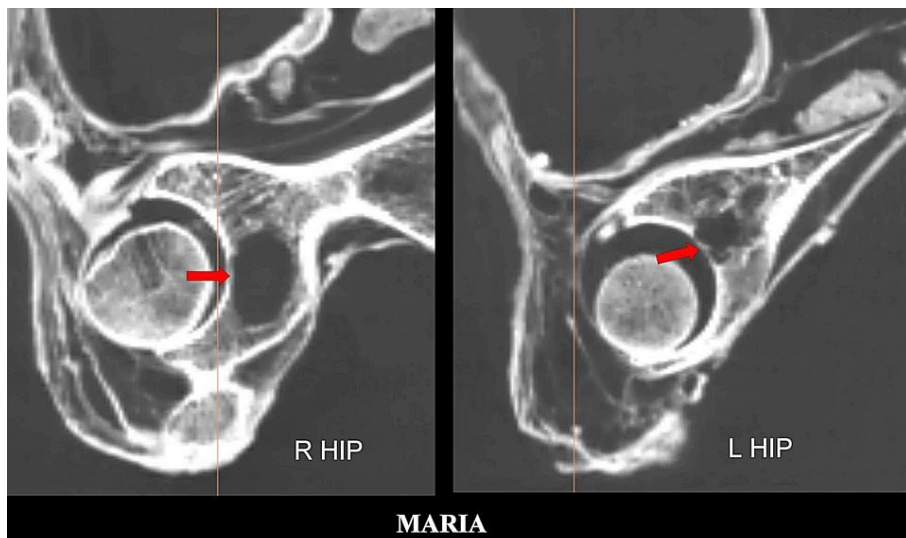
Cortes sagitales de TC 2D que muestran lesiones óseas osteolíticas (flechas rojas) en los acetábulos de ambas caderas.
